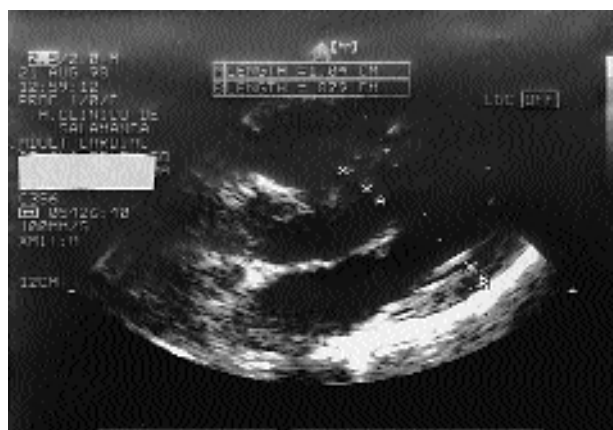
Ecocardiograma postoperatorio, en el que se aprecia la normalización de los diámetros de las paredes del ventrículo izquierdo (septo 1,04 cm; pared posterior 0,879 cm).
